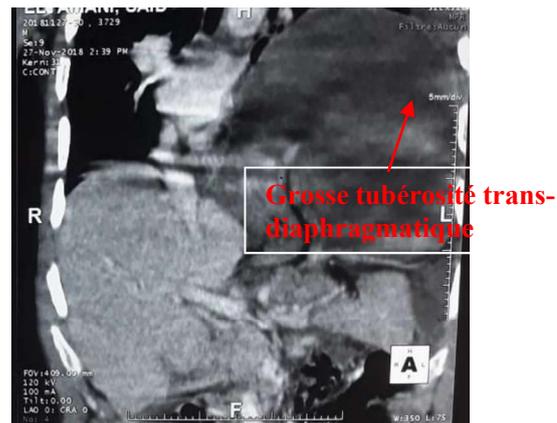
TDM thoraco-abdominale montrant l'issue de la grosse tubérosité gastrique en intrathoracique associée à une densification de la graisse périgastrique
